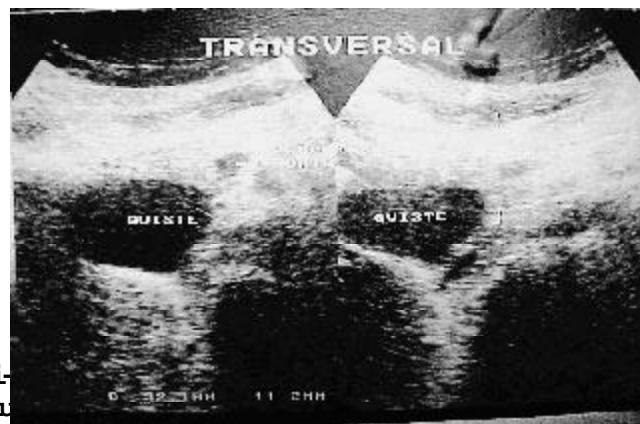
Ultrasonido: dilatación fusiforme correspondiente a un quiste del coléodo de 64 x 37 mm.
